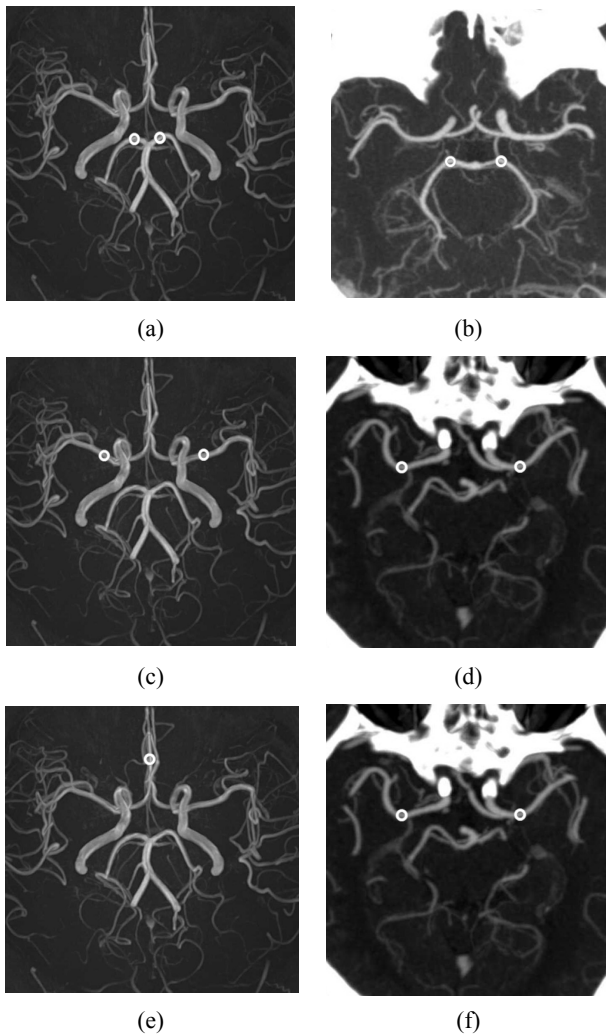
(a) Images of FRE-MRA in the middle cerebral artery, (b) Images of CTA in the middle cerebral artery, (c) Images of FRE-MRA program in the anterior cerebral artery, (d) Images of CTA program in the anterior cerebral artery, (e) Images of FRE-MRA program in the posterior cerebral artery, (f) Images of CTA program in the posterior cerebral artery.
